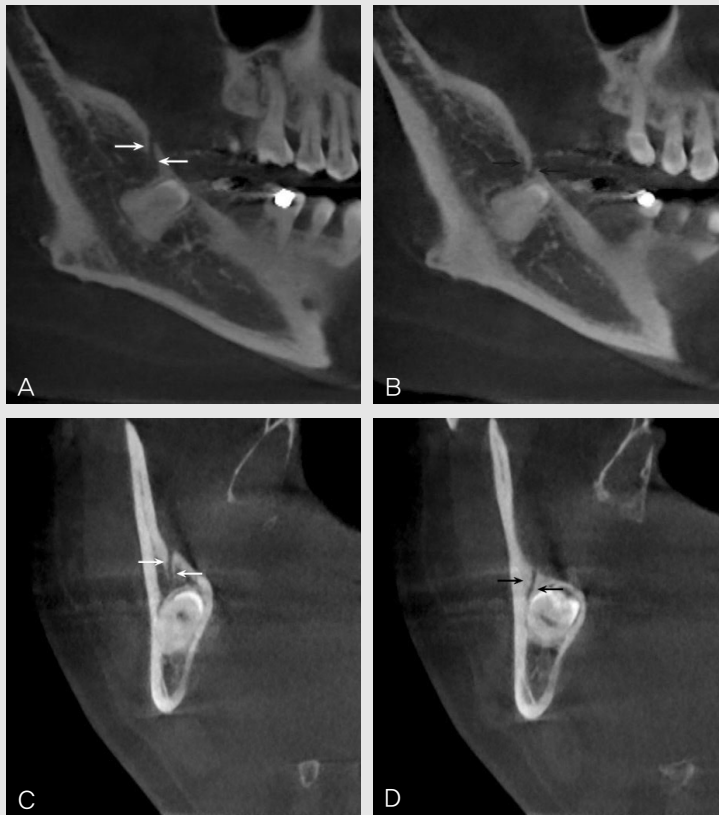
~E. On the CBCT image, two canals running upward from the buccal side of the third molar crown were observed (A, B : panoramic view, C, D: coronal view)
